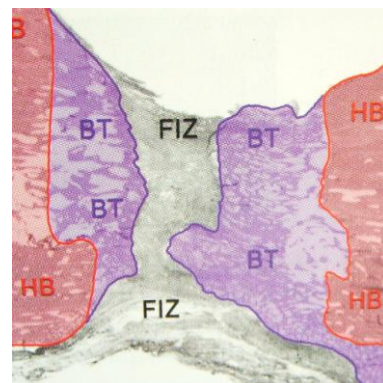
Dos semanas de consolidación. (FV) Tejido fibrovascular, (BT) áreas de formación de nuevo hueso, (HB) hueso residual en los márgenes.
